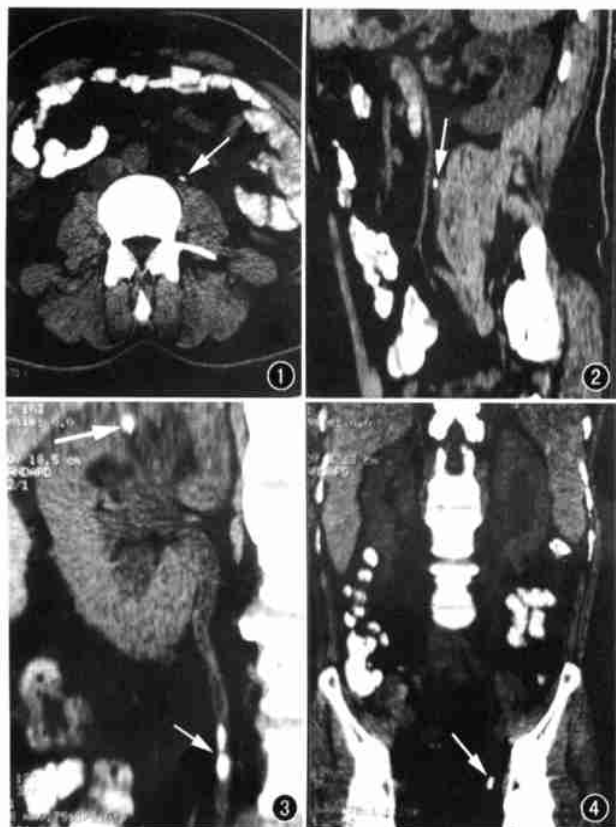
轴面 CT 示左侧输尿管上段小点状高密度影(箭)。
